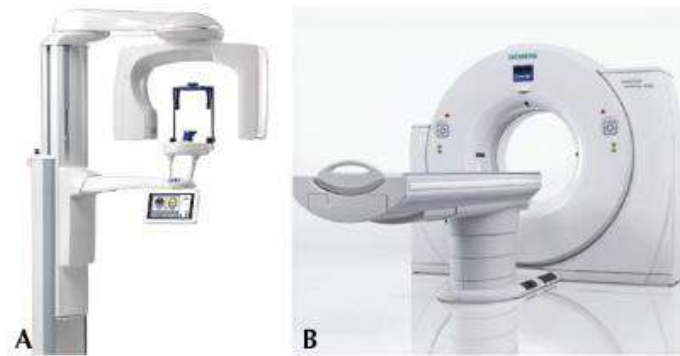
Aparato de CBCT y de TC convencional. ¹⁷
